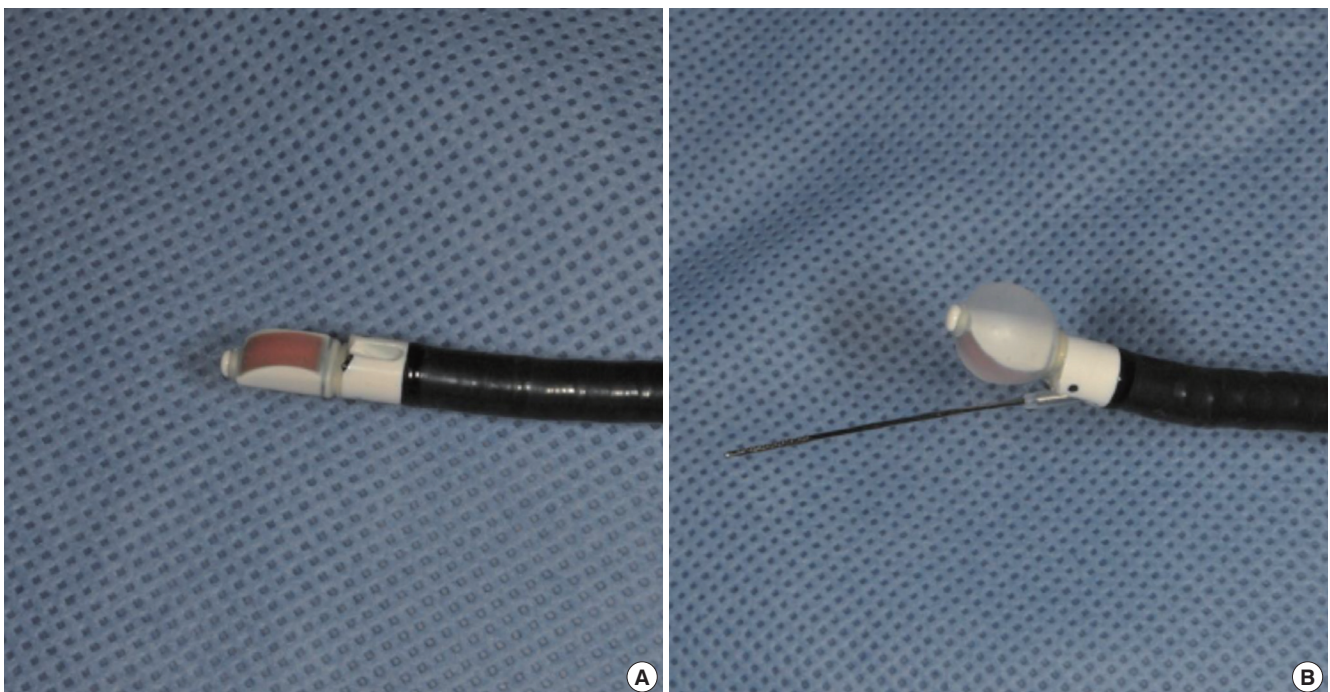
EBUS bronchoscope and puncture needle. (A) Tip of ultrasound puncture bronchoscope. (B) Inflated balloon with saline and 22-gauge TBNA needle.
